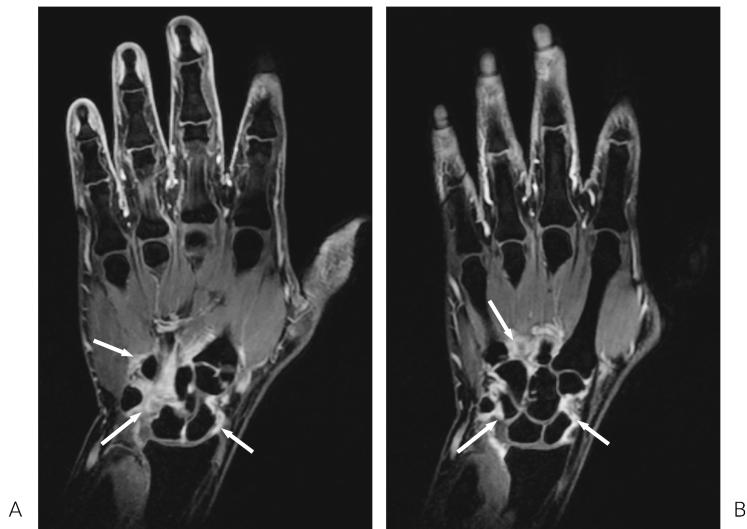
Postcontrast IDEAL water coronal MR images of a patient with rheumatoid arthritis at 3T MRI (A, B). Fat-suppression is homogeneous and inflamed synovial membrane of the hand (arrows) is clearly depicted.
